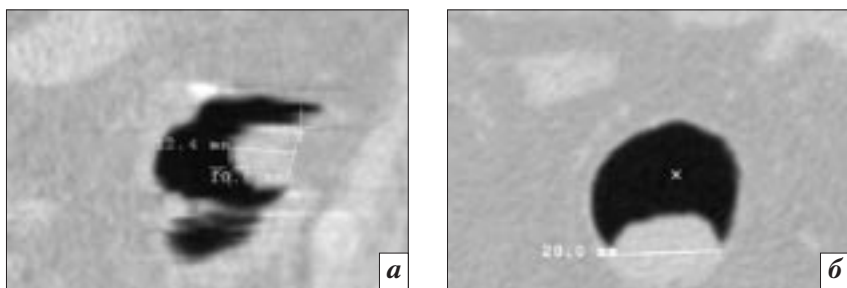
Пациентка А., 38 лет: объемное образование слепой кишки (по данным морфологического исследования – аденома) размером 10×13 мм: а, б – МСКТ, аксиальные срезы; в – ВКС, программа split.
